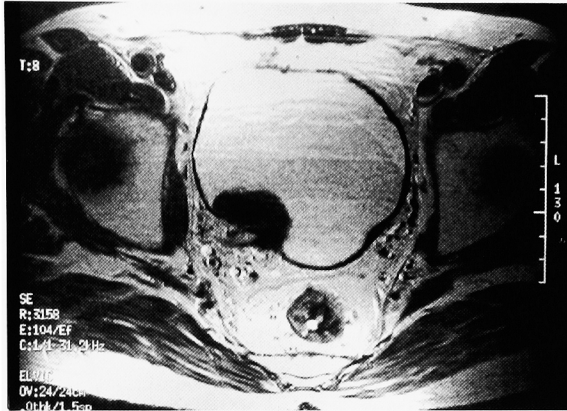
Pelvic magnetic resonance imaging (MRI) revealed a non-pedunculated, invasive tumor, the diameter of which was about 3 cm in the right posterior wall of the urinary bladder.
